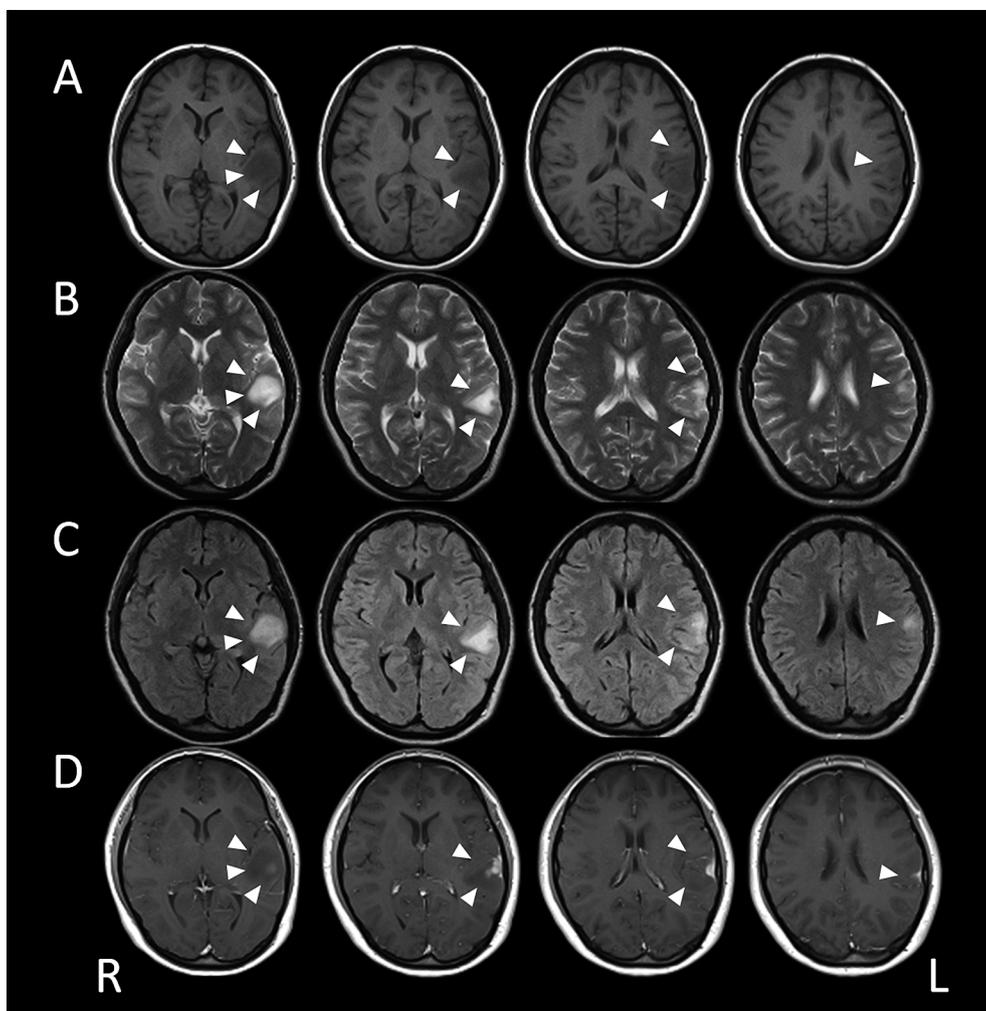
Brain MRI findings on admission.
